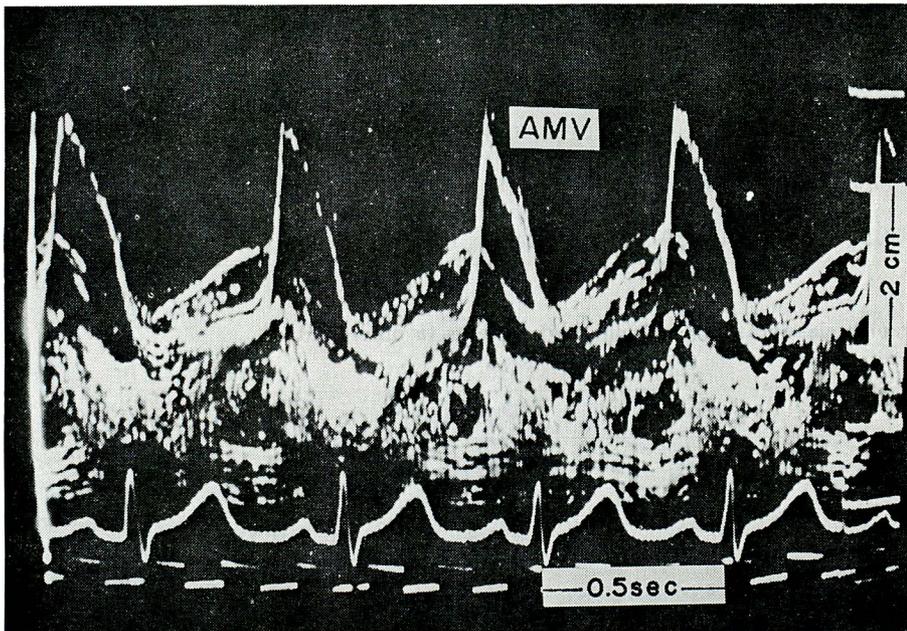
Echocardiogram from a patient with congenital mitral regurgitation. Multiple and shaggy echos in systole are demonstrated. (N-type)
